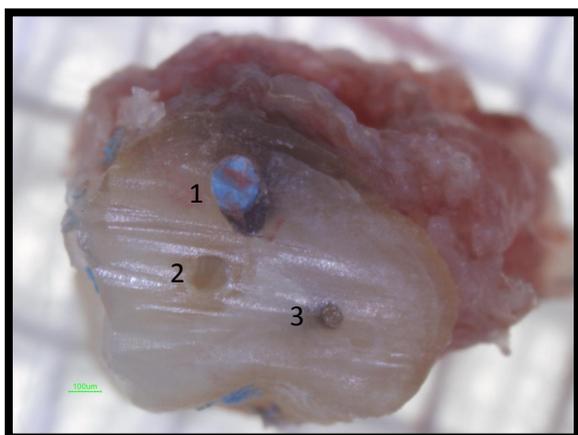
Aspecto do ápice de raiz com patologia periapical, visto à lupa por coronal, onde facilmente observam (1) um canal obturado que representa um falso trajecto, (2) o canal principal que se encontra por instrumentar e por obturar e (3) um canal acessório preenchido por cimento de obturação.
